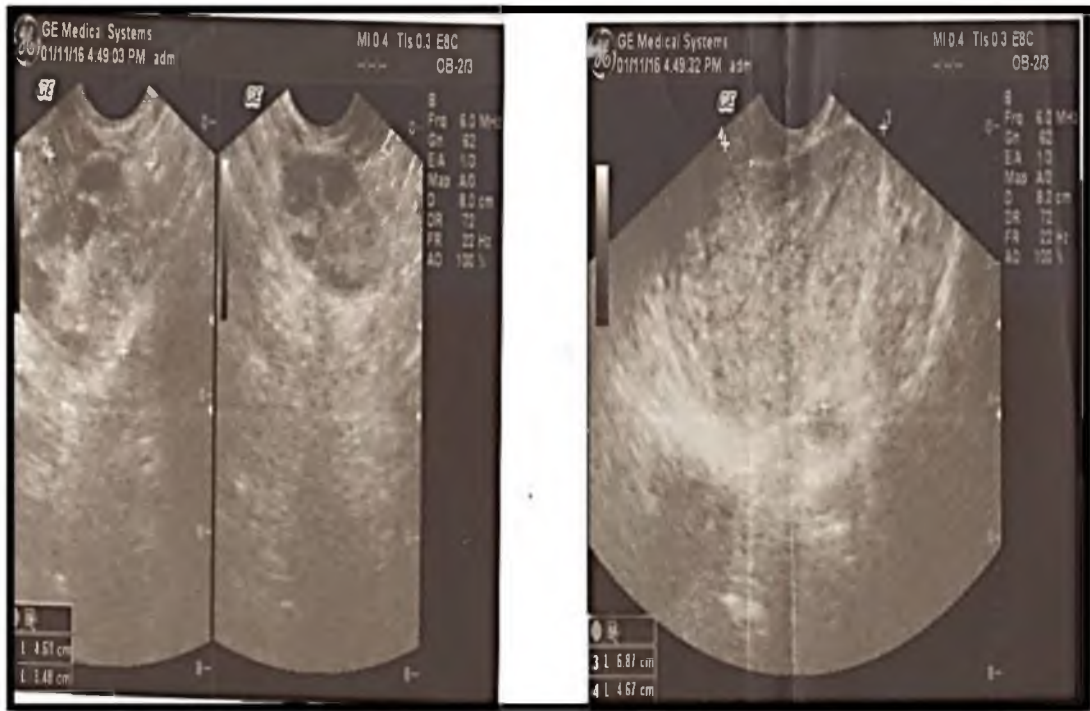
УЗИ. Множественный эхинококкоз печени, период поздних полостных изменений, фиброзные изменения в печени
